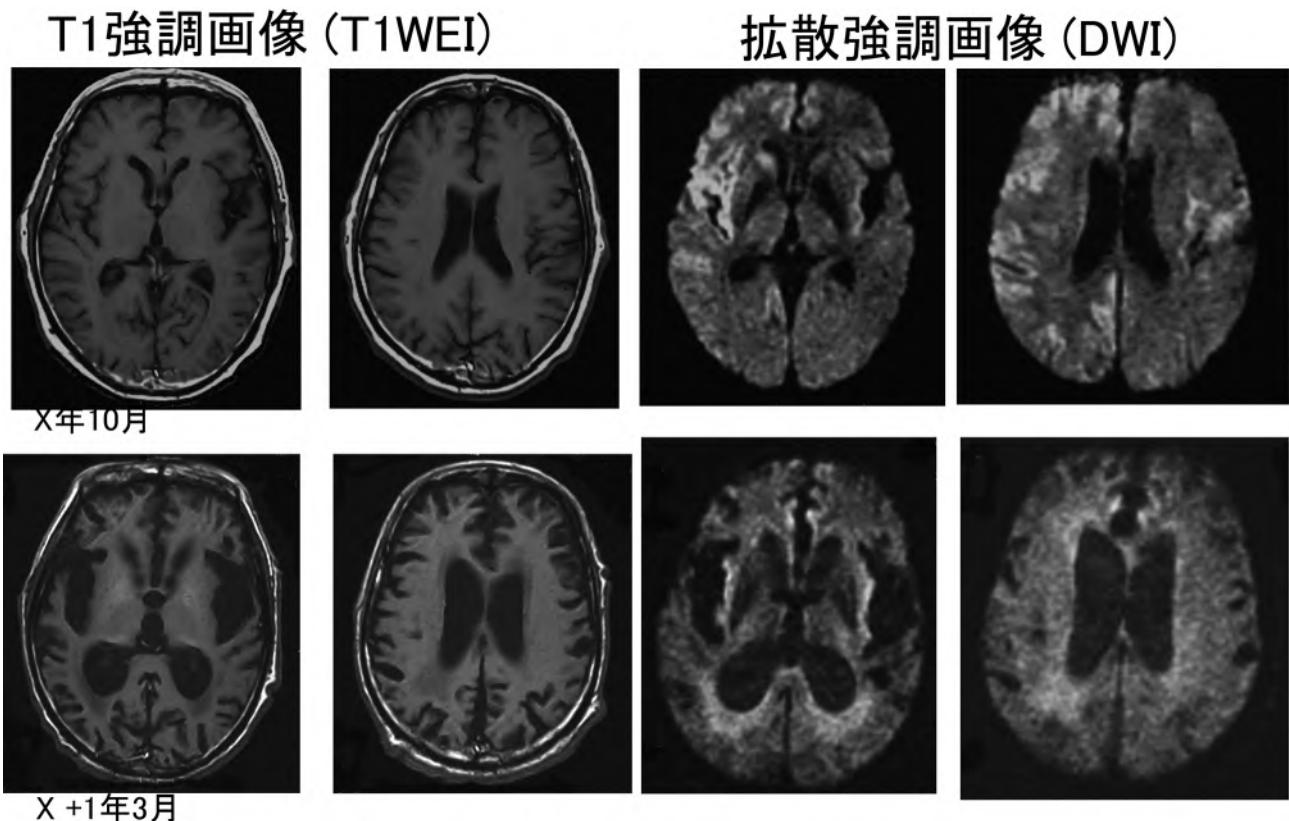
古典型（MMI, MV1）の孤発性CJDの脳MRI
